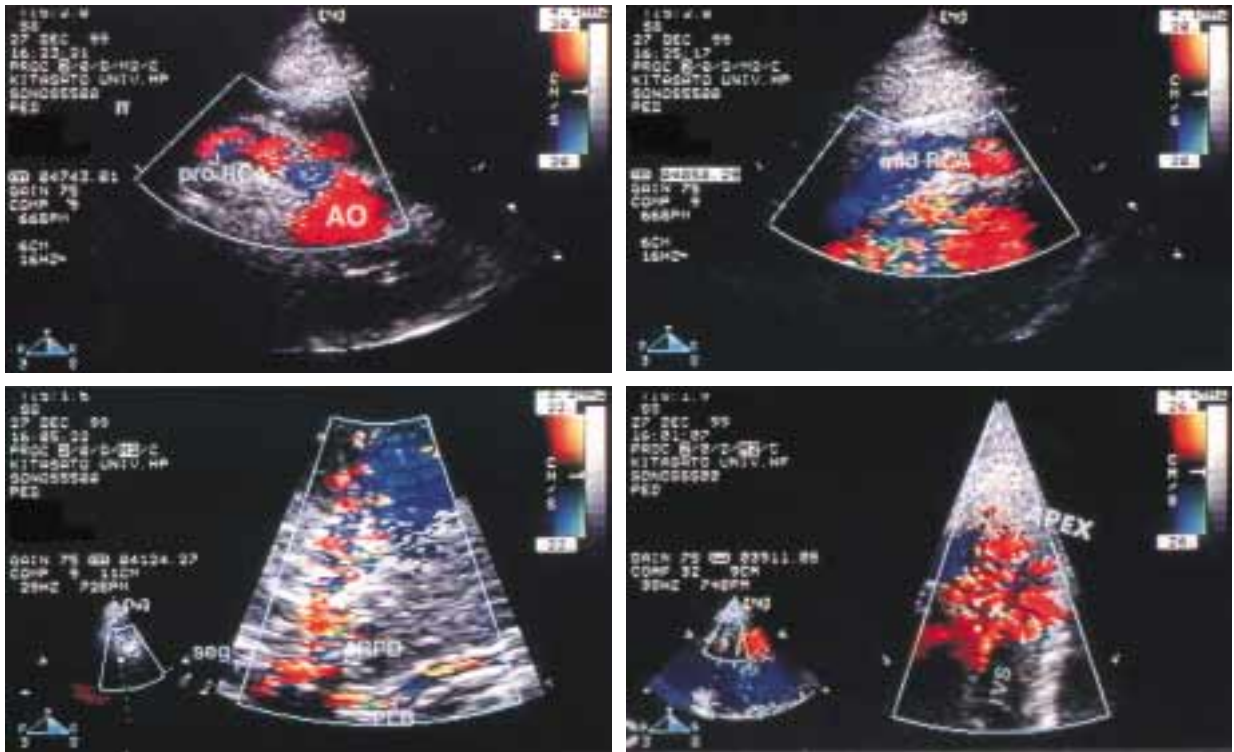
Color Doppler flow mapping in the proximal and distal portions of the right coronary artery (RCA).
